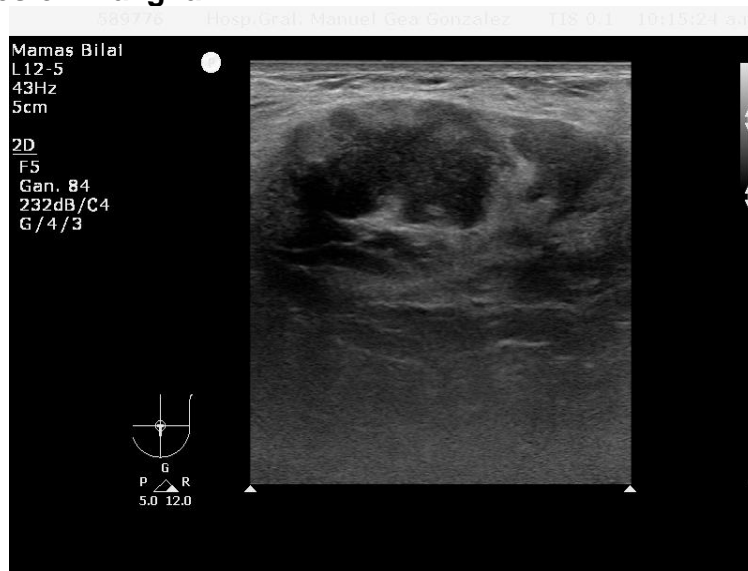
Ultrasonido convencional. Lesión de aspecto maligno.
